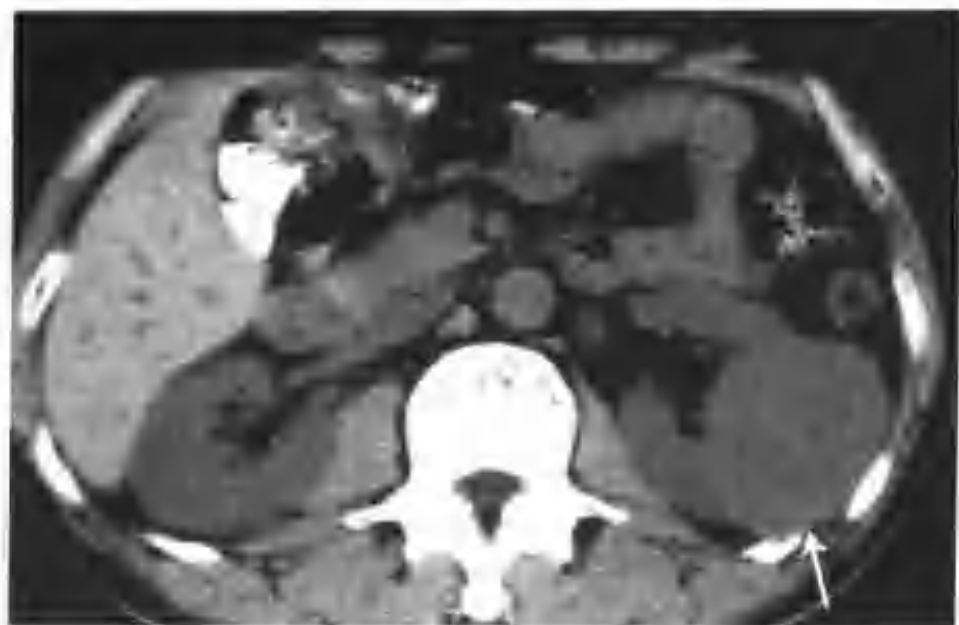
以颗粒细胞为主的左肾细胞癌 (CT 见左肾有一个 $4.5\text{cm} \times 5.5\text{cm} \times 6.0\text{cm}$ 的偏心性生长的肿块, 平扫病灶内可见散在钙化点 (箭头))
